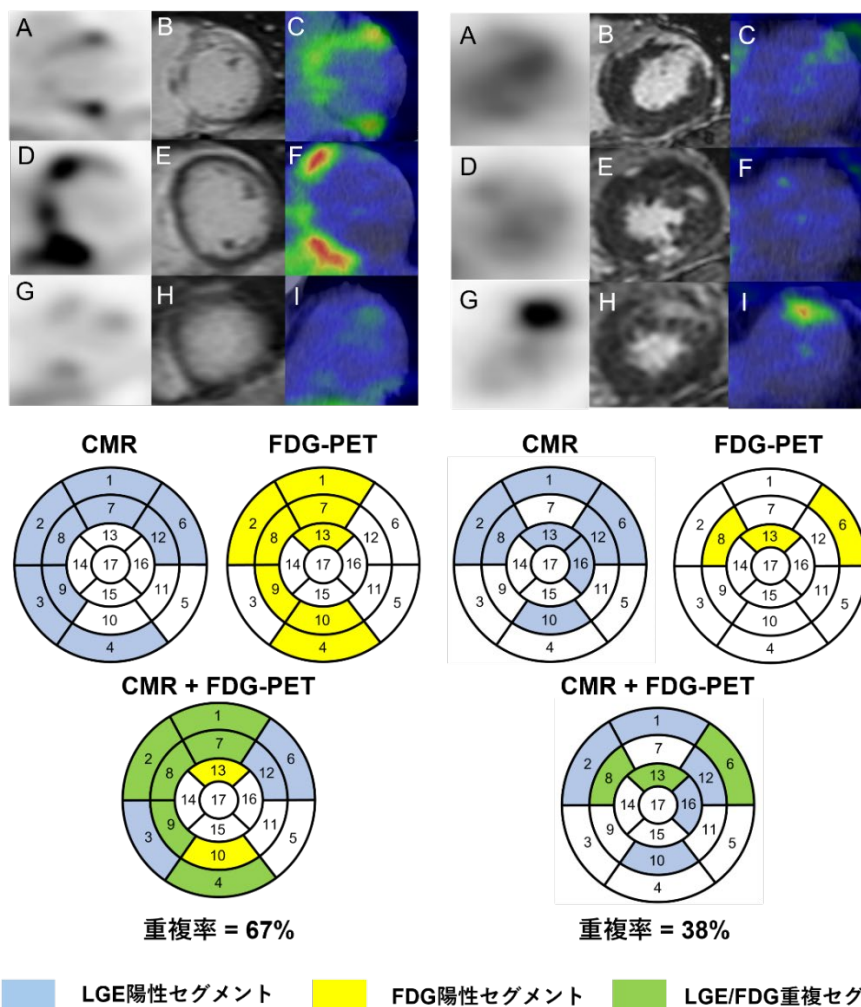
LGE-FDG 重複率低値群の代表 2 例 上図 (A, D, G) MIP 画像 (B, E, H) LGE 画像 (C, F, I) FDG 集積画像、下図 AHA-17 セグメント (青) LGE 陽性セグメント (黄色) FDG 陽性セグメント (黄緑) LGE/FDG 重複セグメント
